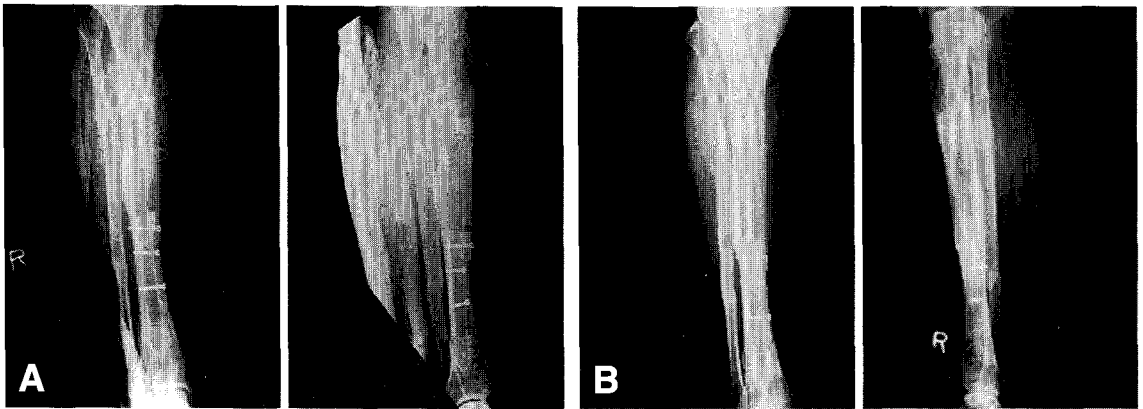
A. The free osteocutaneous fibula graft was done in chronic osteomyelitis of the tibia after partial resection of infected tibia and skin. B. Solid bony union of grafted fibula on radiography taken 12 months postoperatively.
